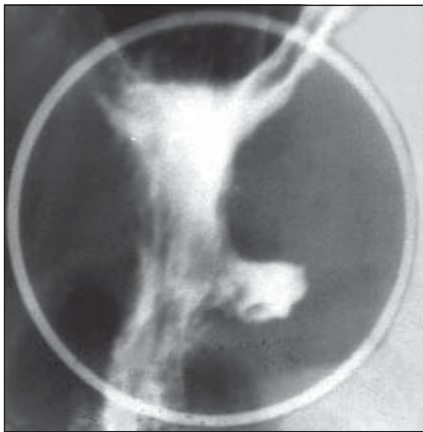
Пенетрація виразки у малий сальник (контрастна прицільна рентгенограма шлунка).
